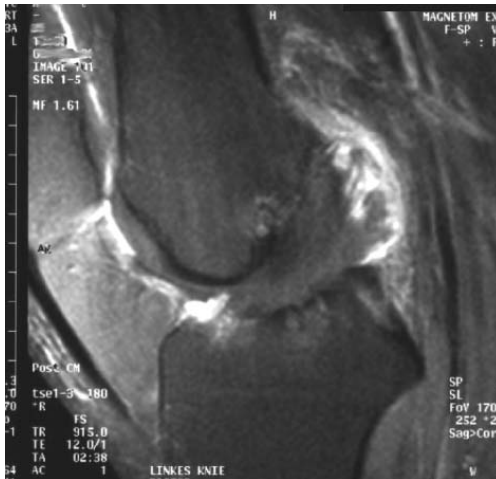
◀ Mukoide Degeneration des vorderen Kreuzbands. Darstellung im MRT mit i. v. appliziertem Kontrastmittel
